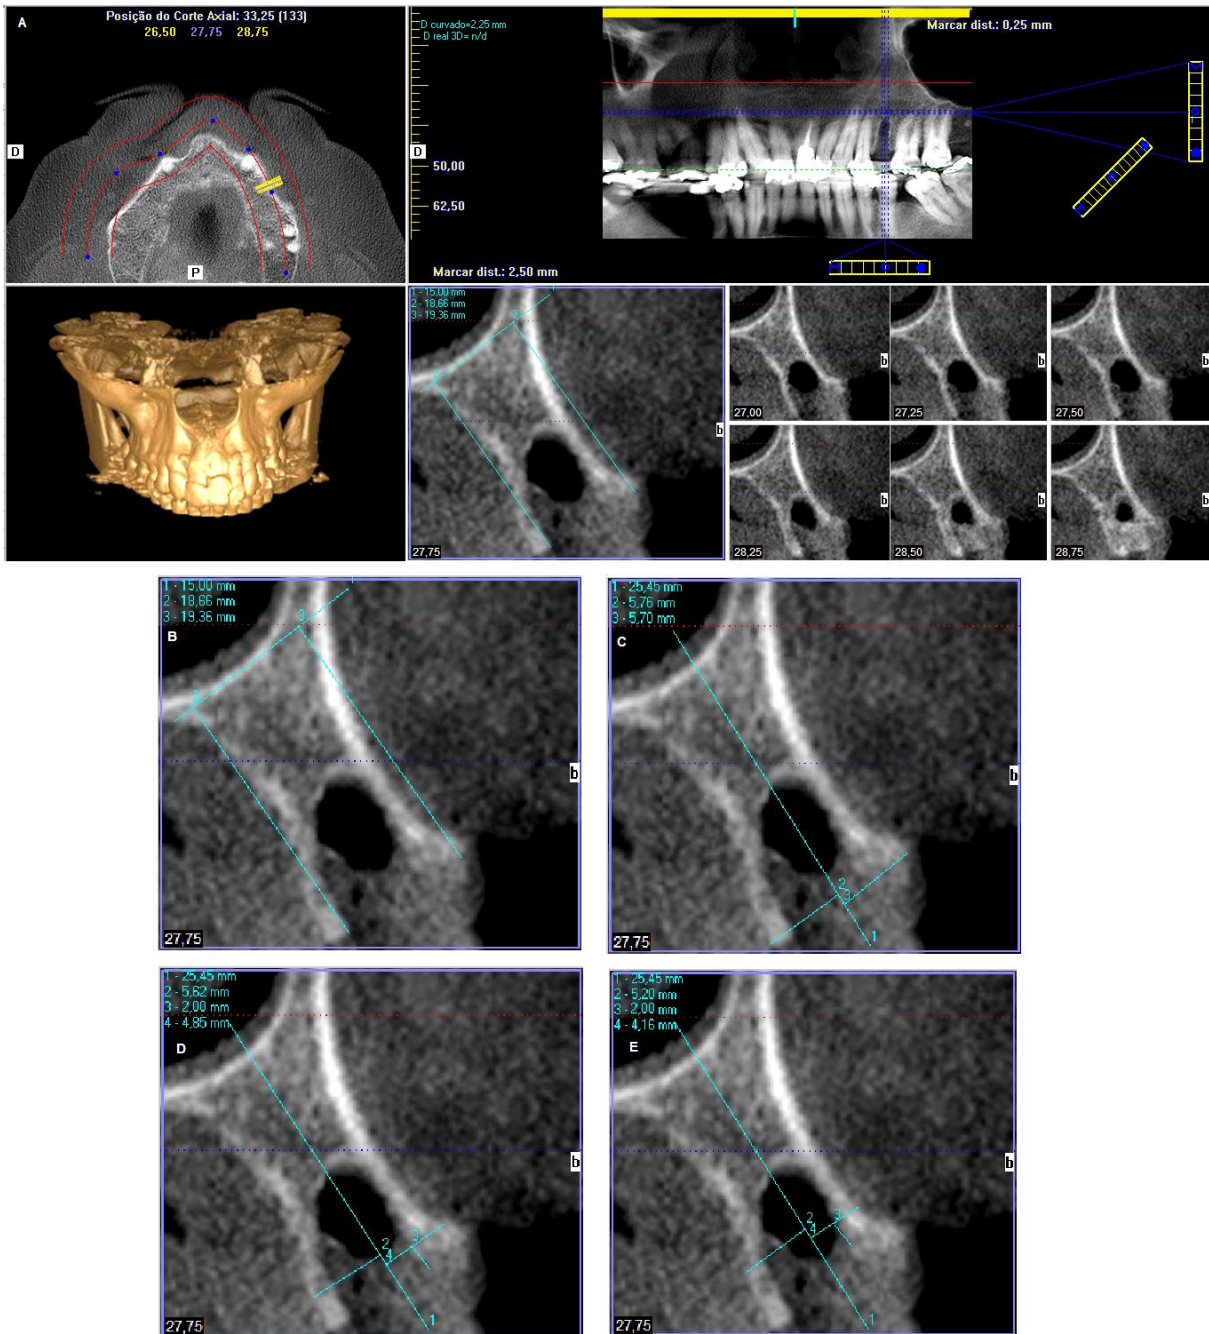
Tomographic analysis. Selection of the parasagittal cut that were more central to the socket (A); Line 1: Definition of the fixed point in the sinus floor. Line 2: Palatal height measured from the most cervical palatal point to the fixed line. Line 3: Buccal height measured from the most cervical buccal point to the fixed line (B); Line 1: Vertical line passing the long axis of the ridge, dividing it in the middle. Line 2: Palatal cervical width. Line 3: Buccal cervical width (C); Medium widths measured 2 mm above of cervical widths (D); Apical widths measured 2 mm above of medium widths, 4 mm above of cervical widths (E).
